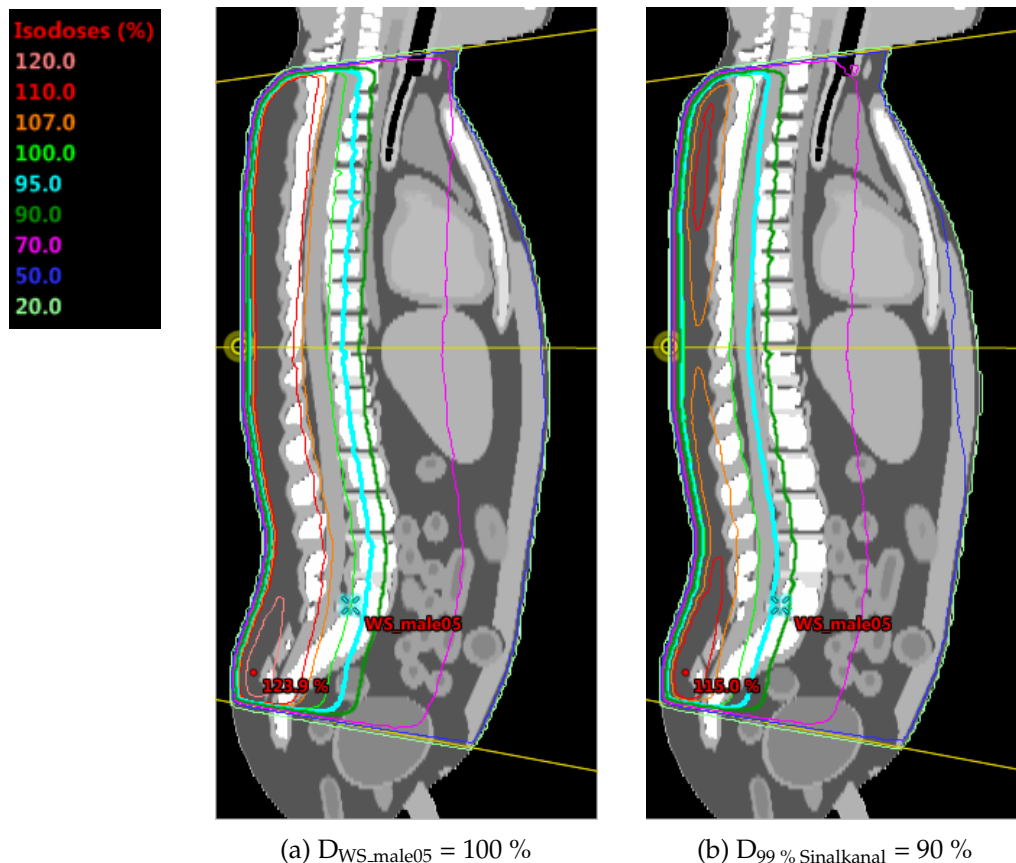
Sagittaler CT-Schnitt des 5 Jahre alten männlichen UF-Phantoms mit dorsalem Bestrahlungsfeld und resultierender Dosisverteilung des HIT-Standardbestrahlungsplans bei unterschiedlichen Normierungen.
